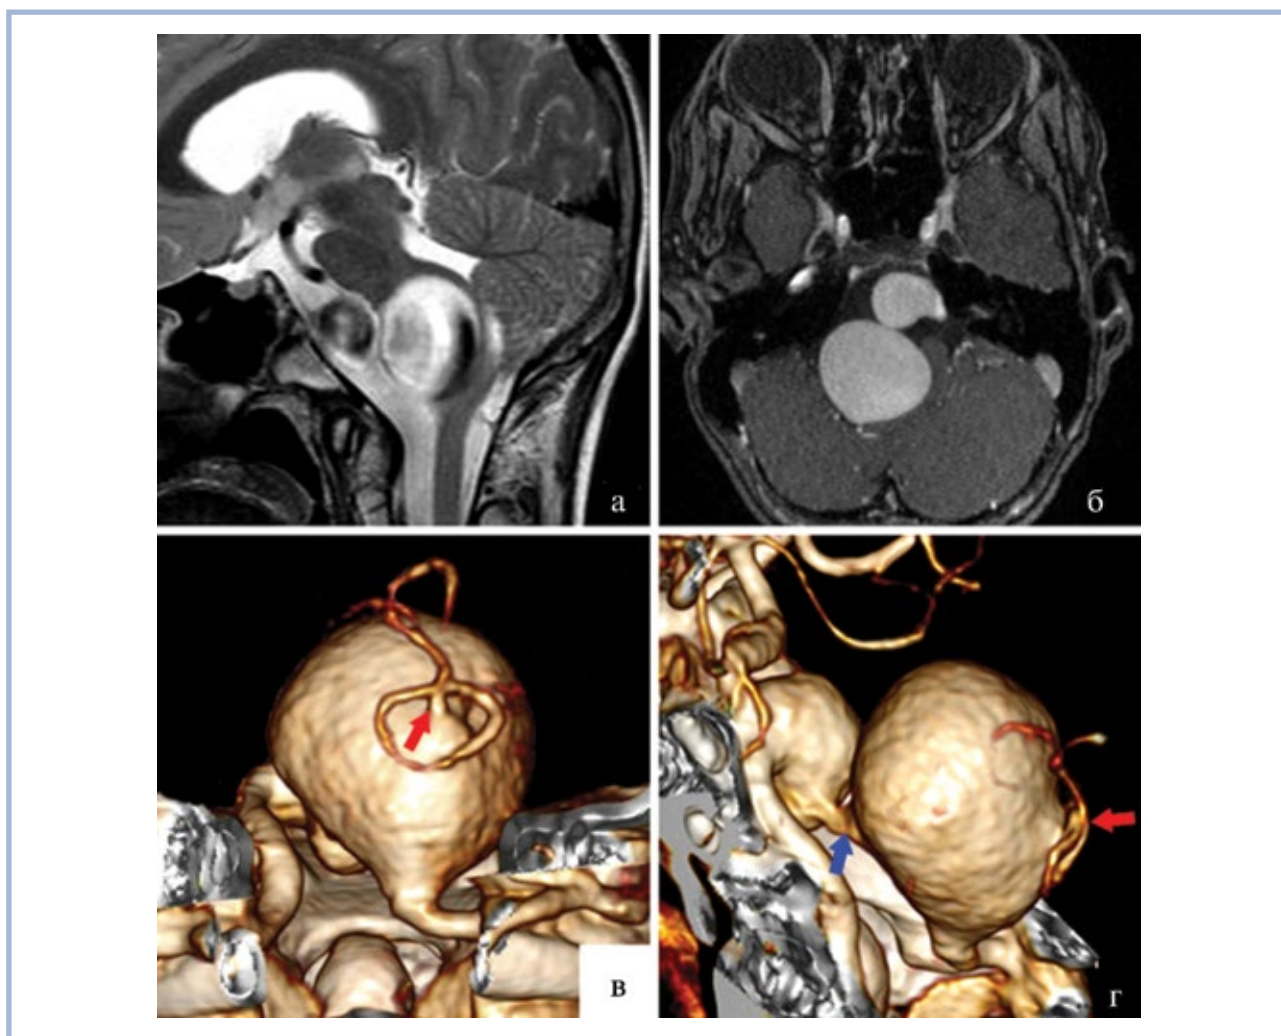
Гигантская фузиформная двухкамерная аневризма правой позвоночной артерии у пациента В., 12 лет.
